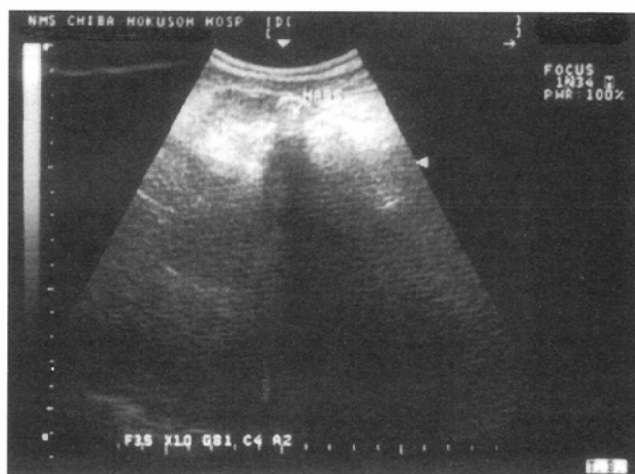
Abdominal ultrasonogram of Case 7 (male, 29 y/o, cannabis body packer) who refused x-ray investigation. Packages appear multiple oval hyperechogenic structures with dorsal echo extinction.
